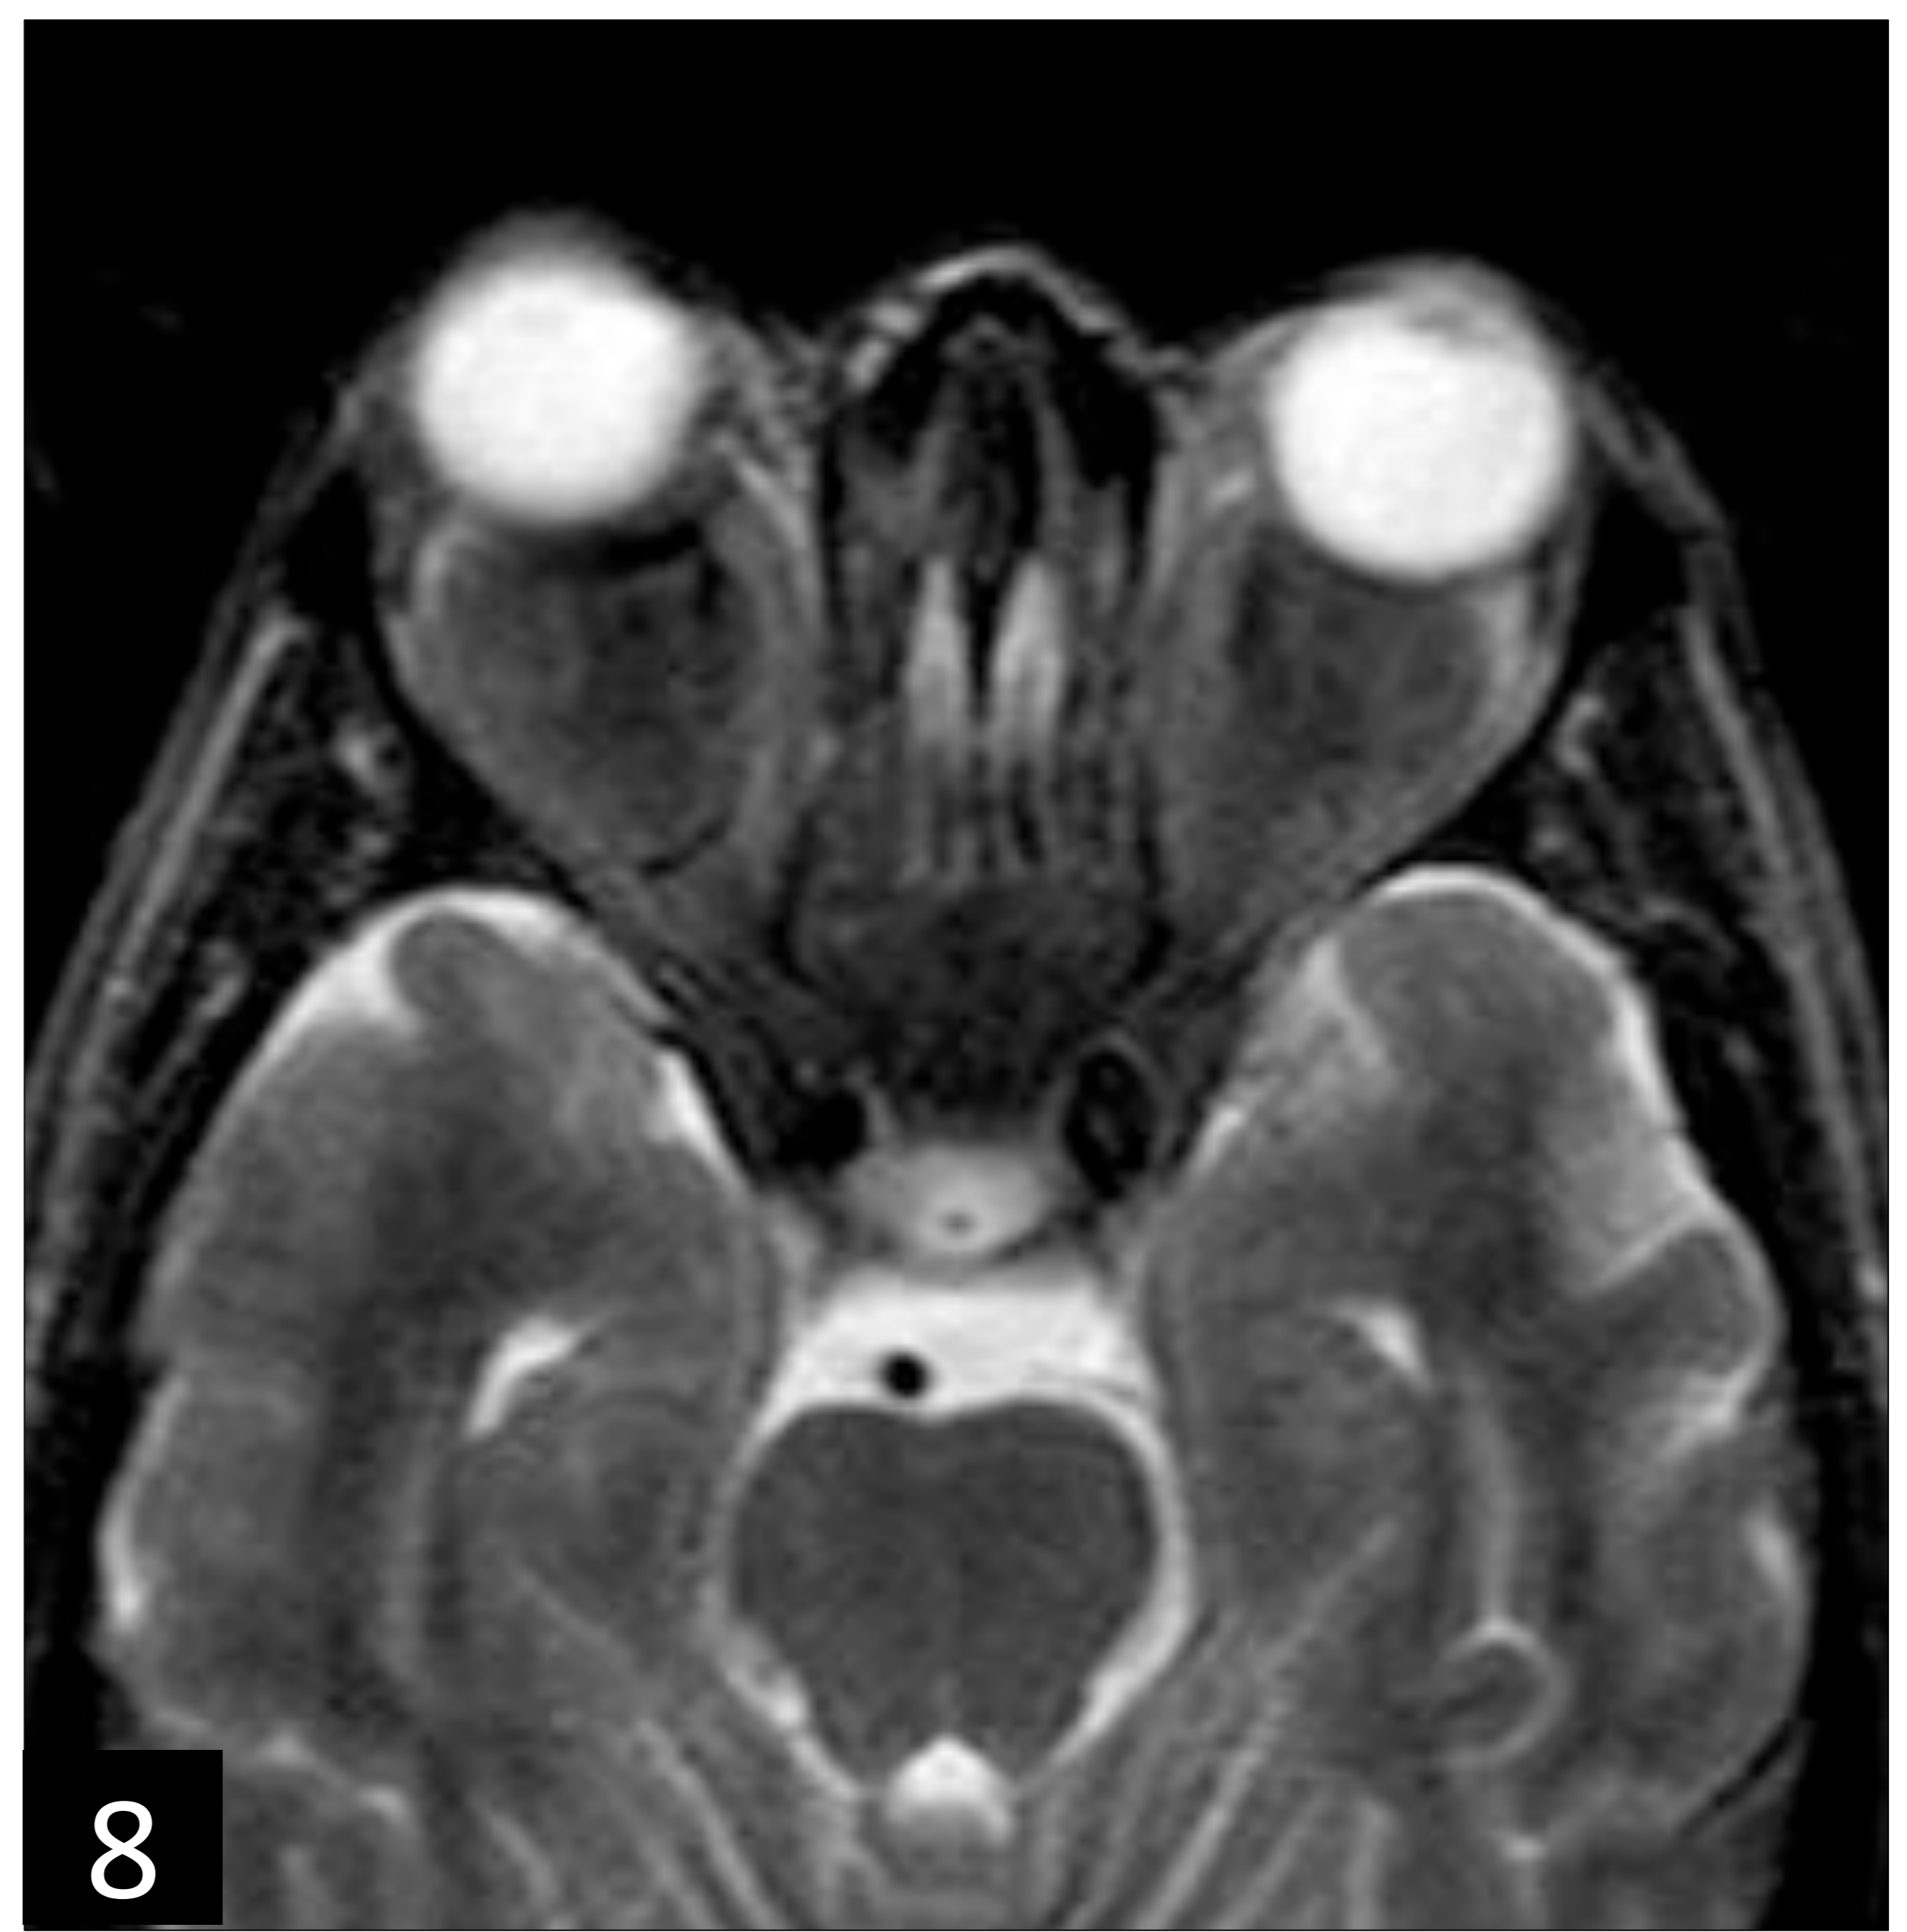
TC de cráneo sin contraste i.v. Muestra tejido discretamente hiperintenso que ocupa el espacio tanto intra como extraconal conduciendo a proptosis bilateral, más acentuada derecha.
